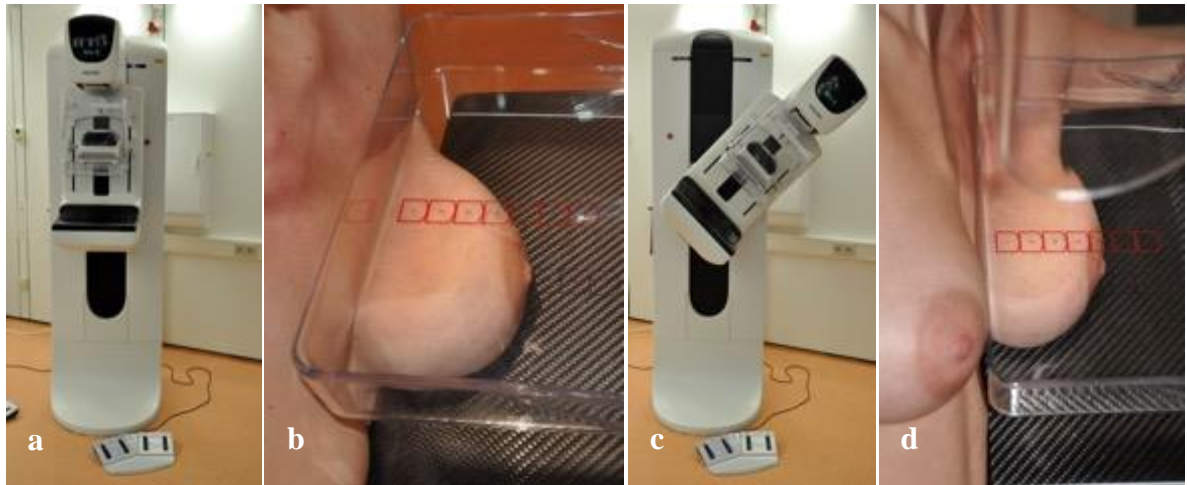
Digitales Mammographie-System (Selenia Dimensions, Firma Hologic, Wiesbaden, Deutschland). *a.* Geräteposition bei der cc-Aufnahme. *b.* Patientenpositionierung bei der cc-Aufnahme mit Kompression der linken Brust mit einer Kompressionsplatte. *c.* Geräteposition bei der mlo-Aufnahme mit Kippung der Röntgenröhre um 45°. *d.* Patientenpositionierung bei der mlo-Aufnahme mit Kompression der linken Brust mit einer Kompressionsplatte.
